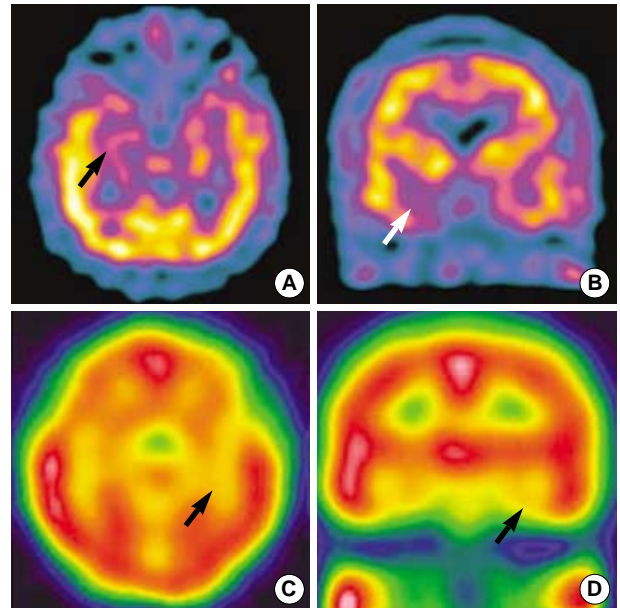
SPECT images of the patients. Patient 1: Axial (A) and coronal (B) images of Tc99m ECD SPECT 4 days after the TGA attack, demonstrated mild hypoperfusion in the right mesial temporal area. Patient 2: Axial (C) and coronal (D) image of brain Tc99m HMPAO SPECT 7 days after the TGA attack demonstrated mild hypoperfusion in the left temporal area.
